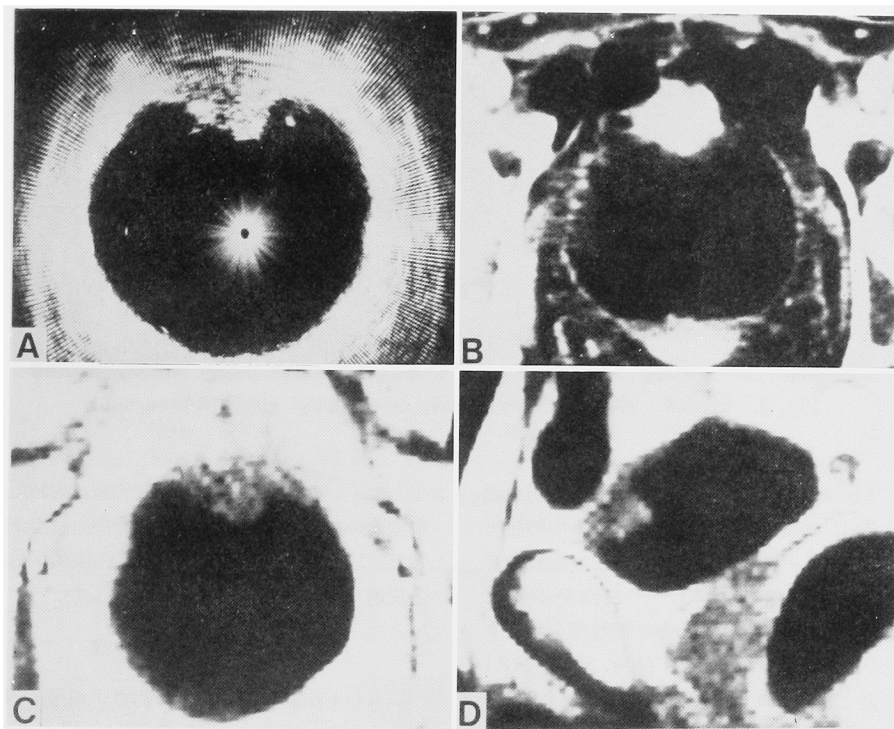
Case 2, (A) transurethral echogram, (B) X-ray CT, (C) MRI, transaxial scan (D) MRI, sagittal scan.
